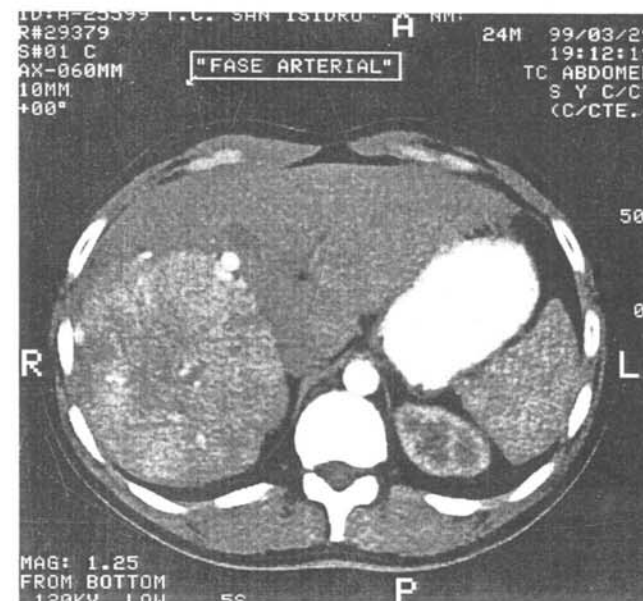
Tomografía axial computarizada. Obsérvese una hiperplasia nodular focal.
